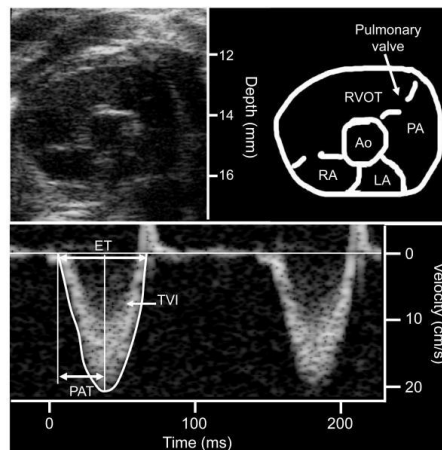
Medición del flujo pulmonar utilizando Doppler de onda pulsada en un ratón. El panel superior muestra una vista de eje corto paraesternal 2D obtenida al nivel de la válvula aórtica. El panel inferior muestra la adquisición de Doppler de onda pulsada del flujo pulmonar. RA: aurícula derecha, LA: aurícula izquierda, RVOT: tracto de salida del ventrículo derecho, PA: arteria pulmonar, Ao: válvula aórtica, PAT: tiempo de aceleración pulmonar, ET: tiempo de eyección, TVI: integral de la velocidad del tiempo (Imagen tomada de Thibault et al., 2010).
